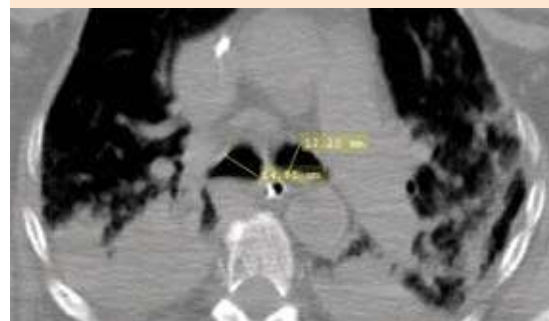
Tomografía axial computada de tórax con áreas de consolidación y aumento en el diámetro de los bronquios respecto a la tomografía de ingreso.
